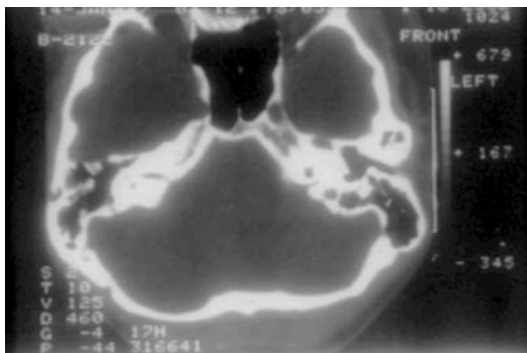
TC axial que muestra un agrandamiento de toda la mastoides izquierda, diagnosticada histológicamente como displasia fibrosa del hueso temporal.
